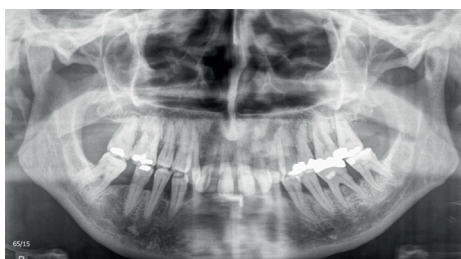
a) Seitliches Fernröntgen und b) Panoramaschichtaufnahme bei Abschlussbefund nach interdisziplinärer Therapie, 2015
